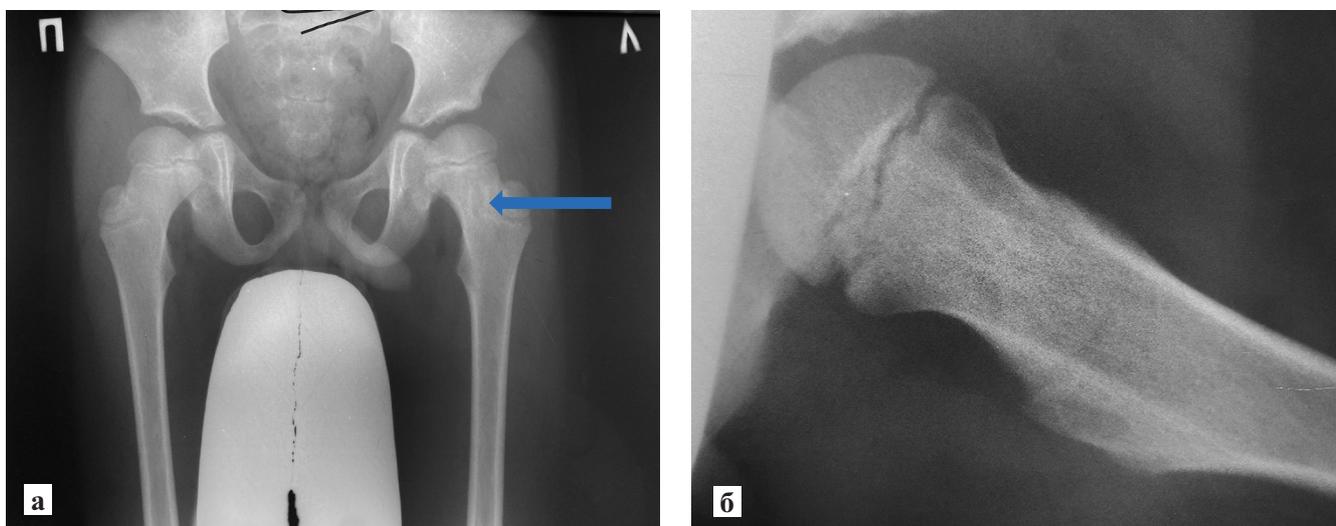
Рентгенограмма тазобедренных суставов в прямой проекции (а). В области шейки левой бедренной кости определяется разряжение округлой формы с четкими контурами (стрелка). Фрагмент рентгенограммы левого ТБС в положении по Лаунштейну (б)
